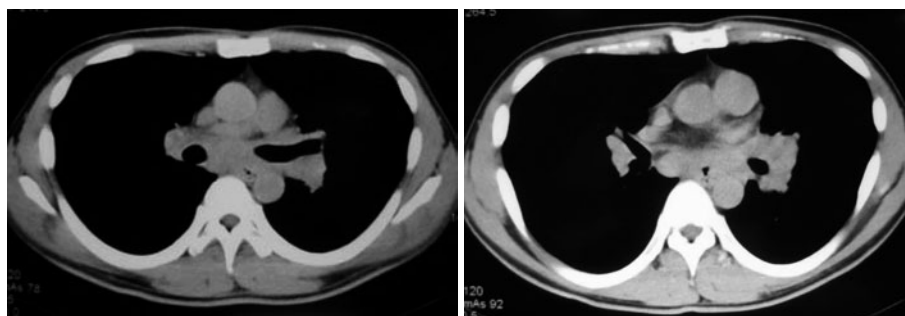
The chest CT images on admission show mediastinal and hilar lymphadenopathy.
